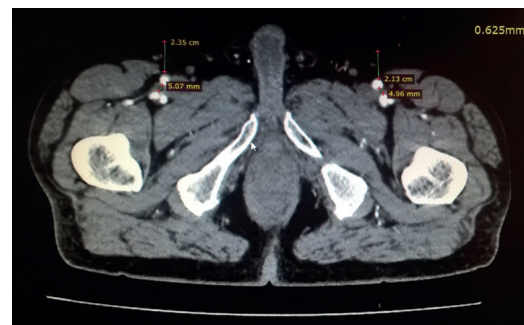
КТ-ангиограмма, поперечный срез на уровне верхней трети бедра
